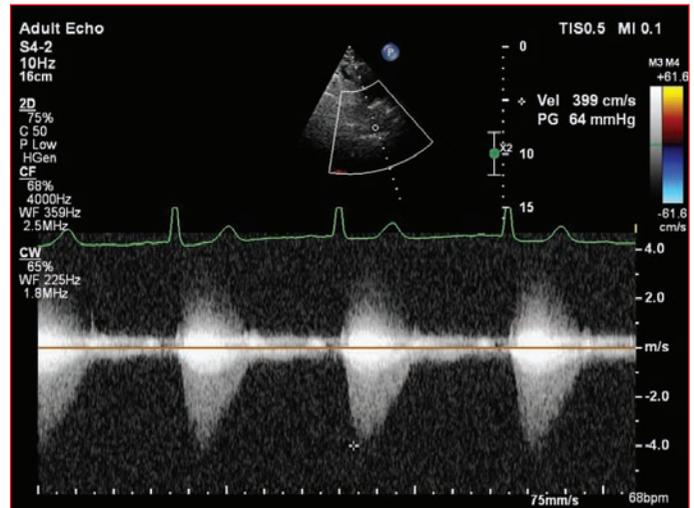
Transthoracic echocardiography of increased pulmonary artery flow: CW Doppler flow pattern in the pulmonary artery is seen from the Supra Sternal Window.
